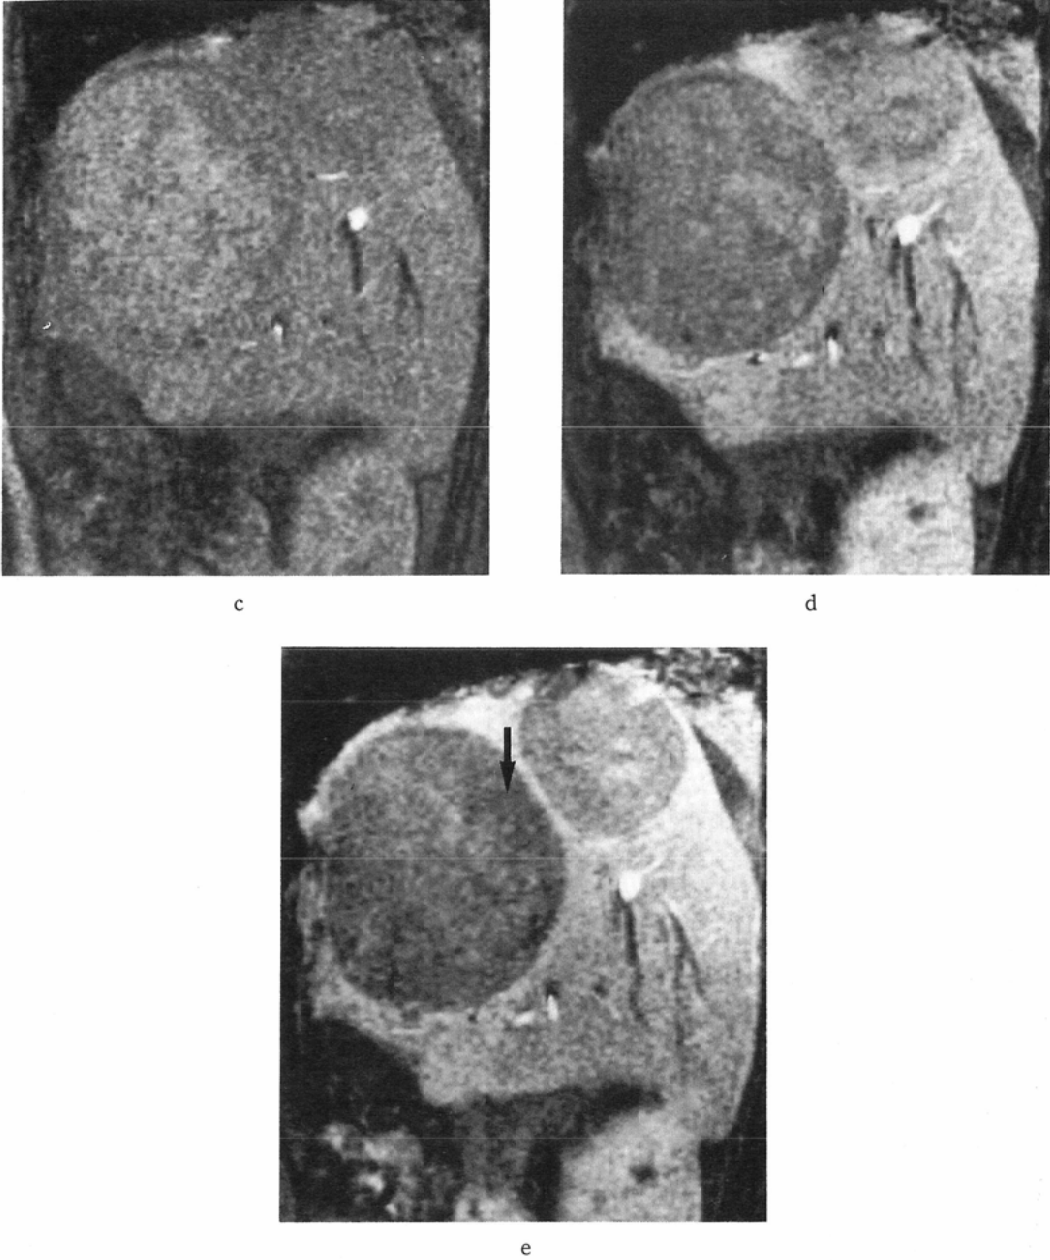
HCC 6 months after TCE. a) CT shows the recurrence of tumor. Residual lipiodol is seen in the upper posterior portion of the tumor b) The area with accumulation of lipiodol on CT shows low intensity which is suspected as coagulative necrosis on T2-weighted spin-echo image obtained with TR=2000msec and TE=92msec. Dynamic MR images c) before administration of Gd-DTPA, d) immediately after administration, and e) 3 minutes after administration. The area in the tumor shows almost non-enhancement (arrow), although slight enhancement was discerned on the CE/N value. A daughter nodule is also clearly seen directly beneath the dome.
